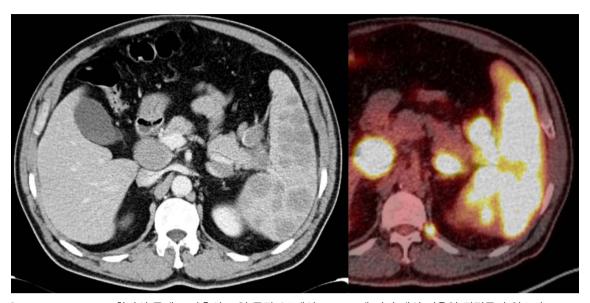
Spleen lymphoma 환자의 증례로 좌측의 조영 증강 CT에서 spleen에 여러 개의 저음영 결절들이 있으며 splenomegaly 를 보인다. 또한 portocaval area와 pancreas 주위에 여러 개의 lymph node가 커져 있다. 우측의 FDG-PET에서 해당 병변들이 강한 대사 항진을 보인다.
